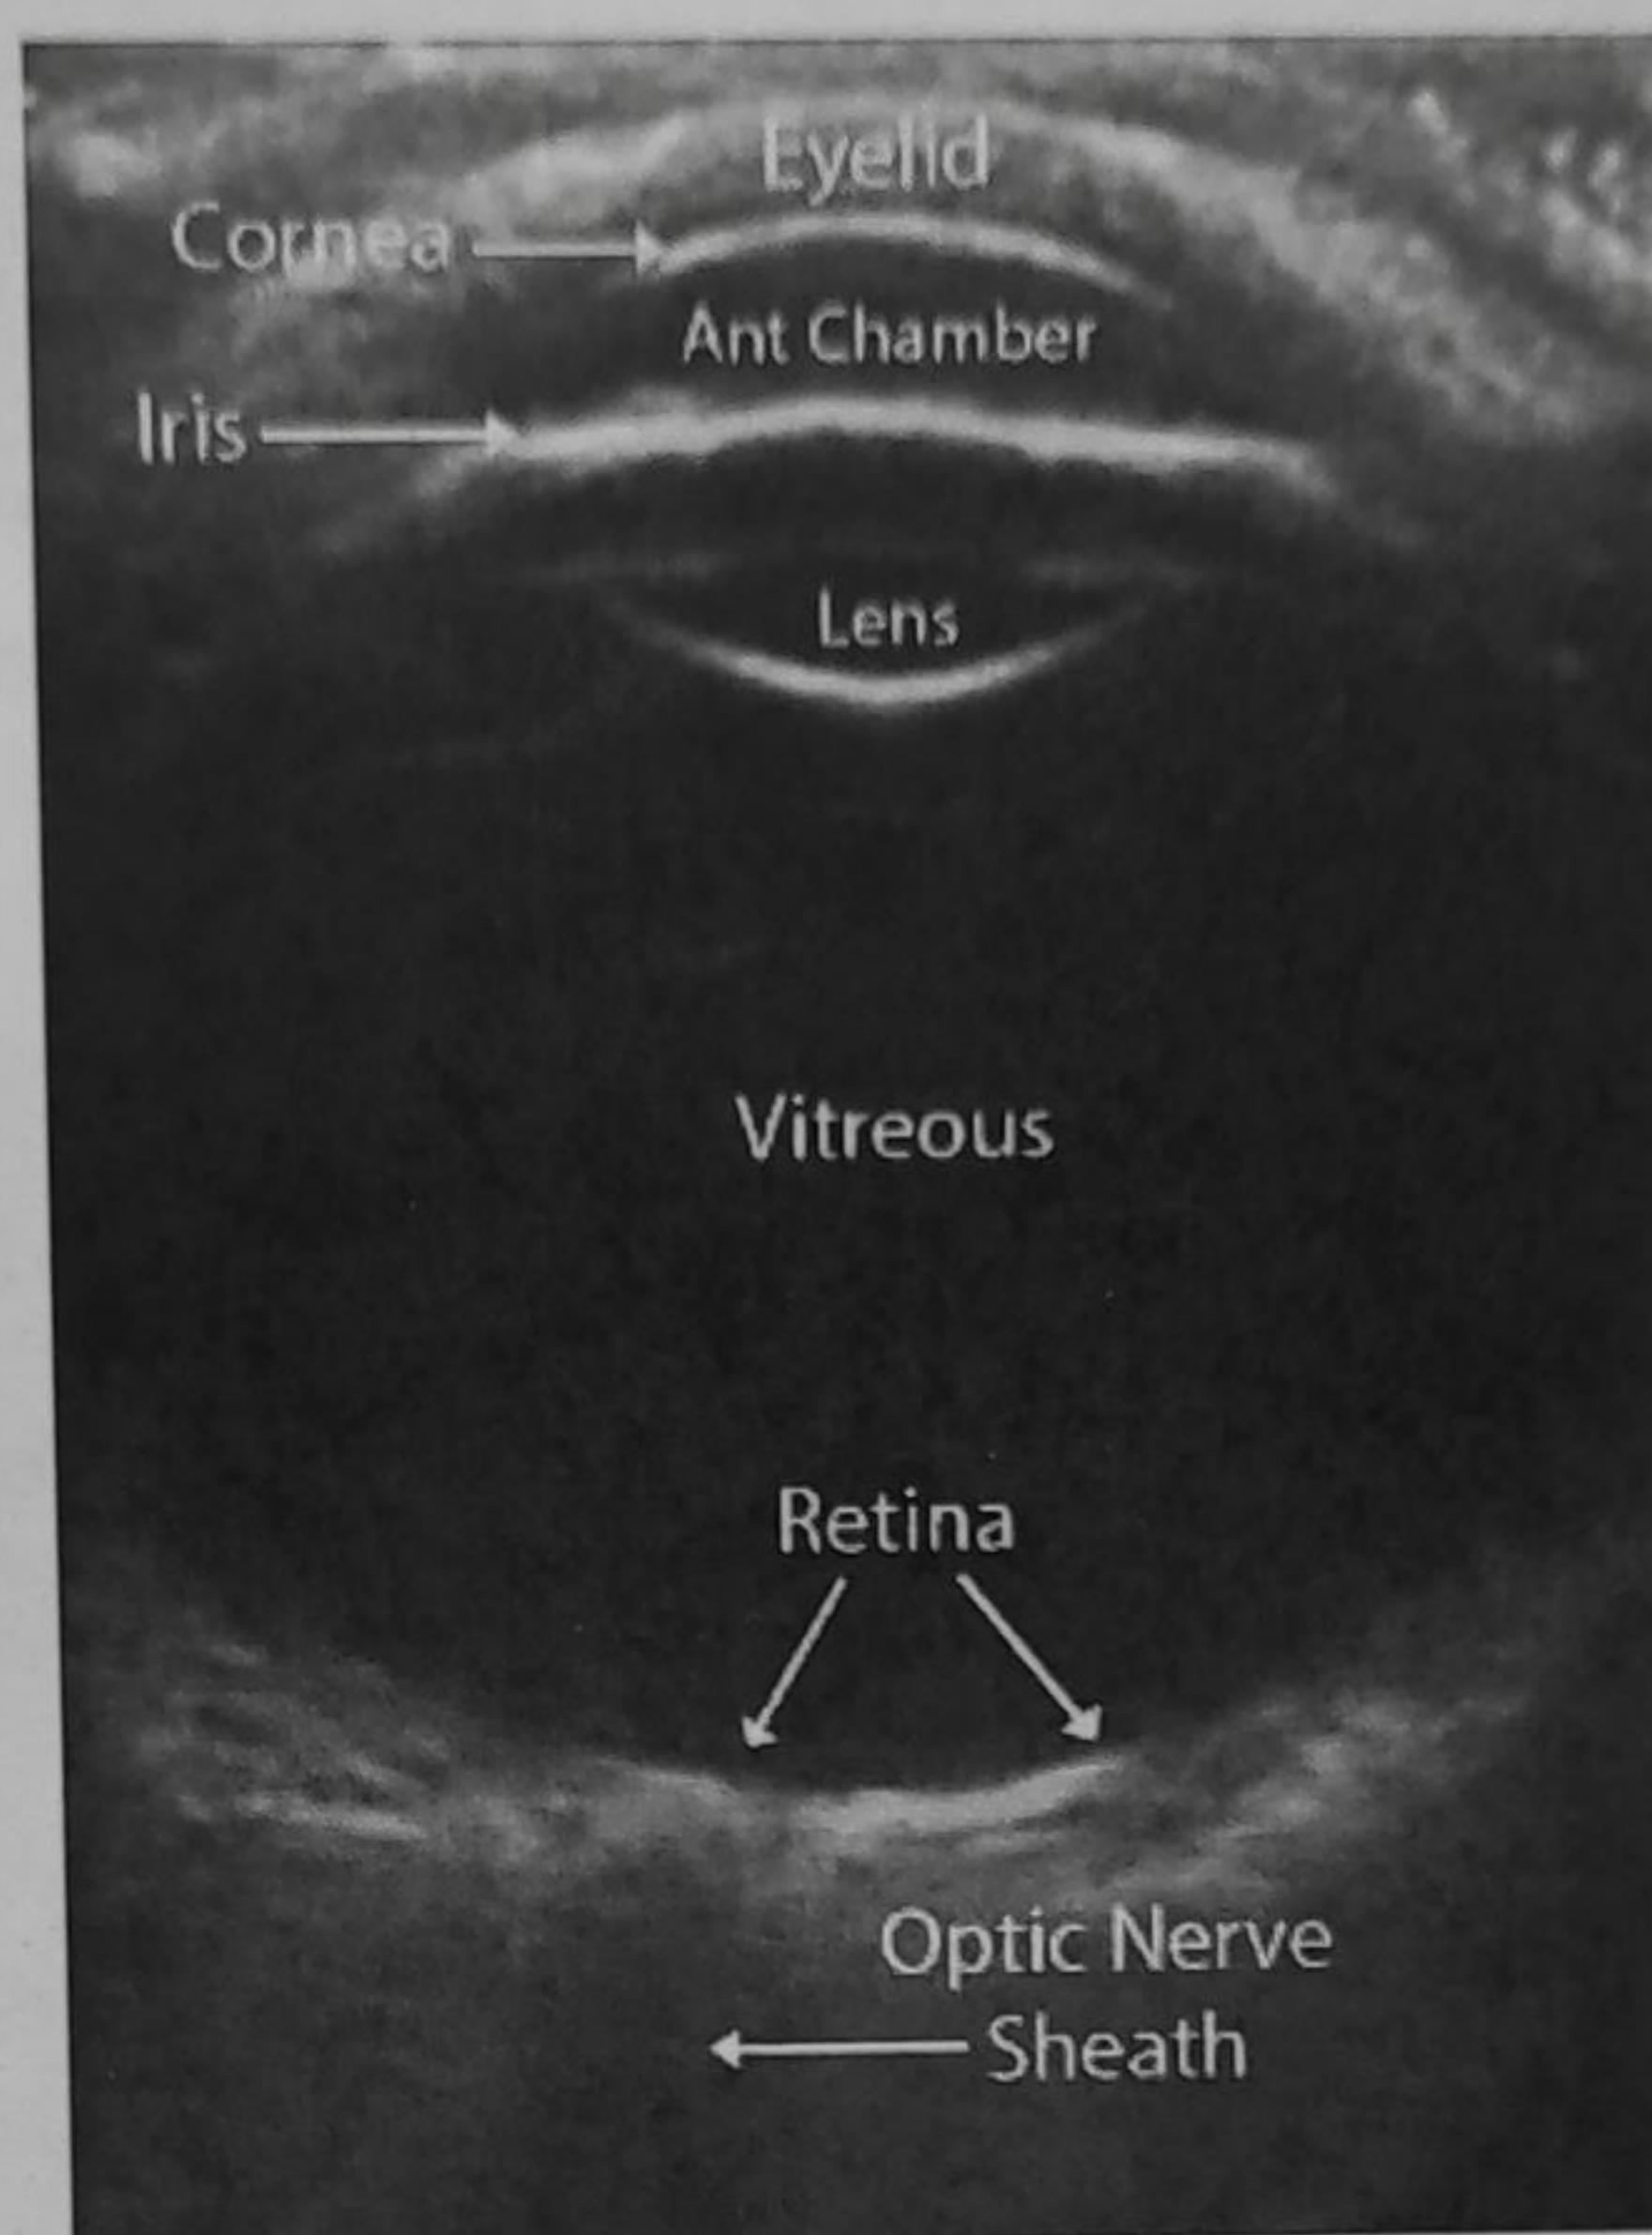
7. Ecografia oculară
